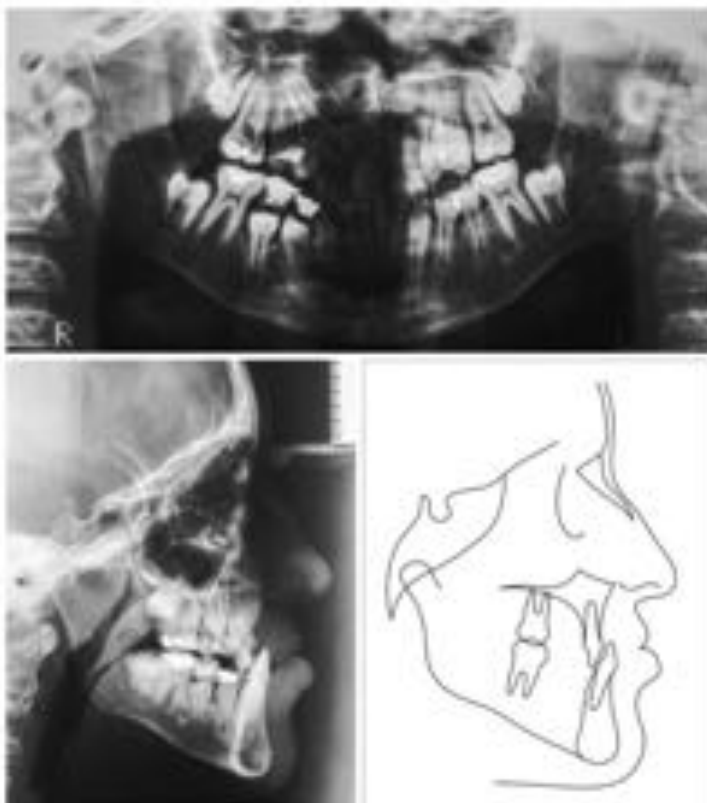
Radiografia panorâmica, telerradiografia e traçado cefalométrico iniciais.
